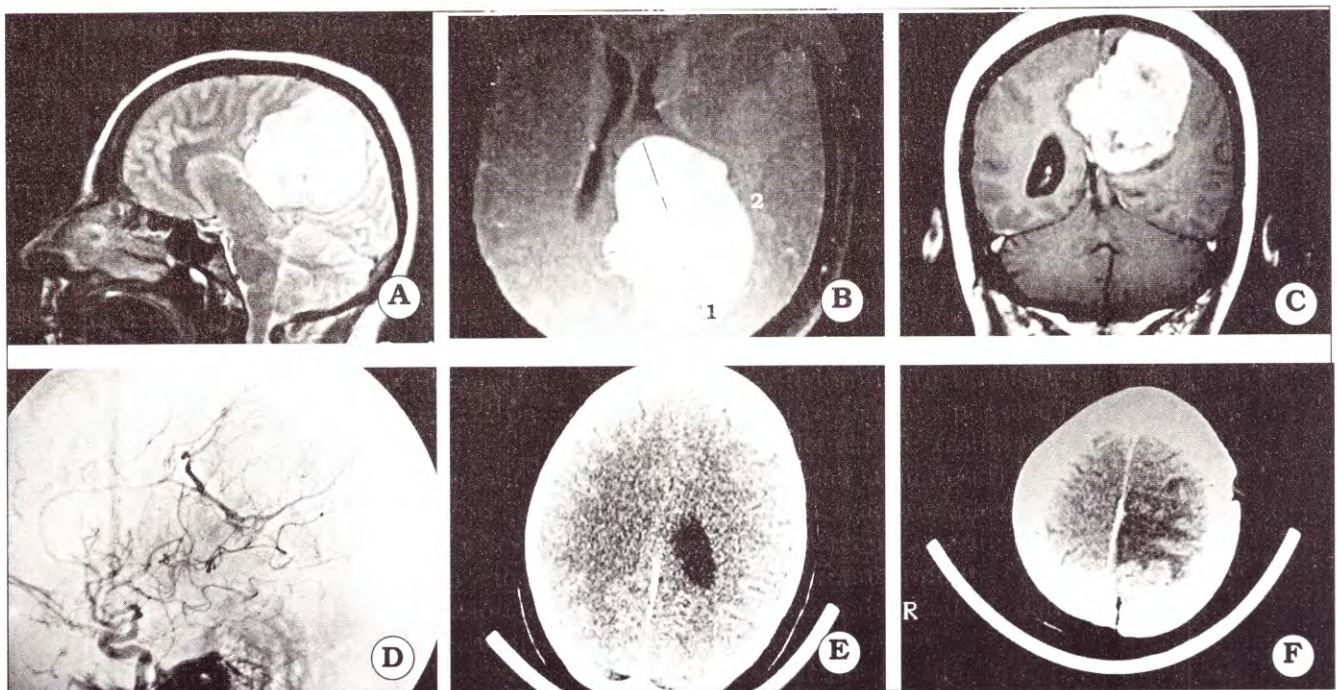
A. IRM en corte parasagital. B. Corte axial. C. Corte coronal. Se observa un tumor gigante de la hoz con extensión bilateral. D. Angiografía con el blush típico de los meningiomas. E y F. control postoperatorio, exéresis total Simpson 2.
